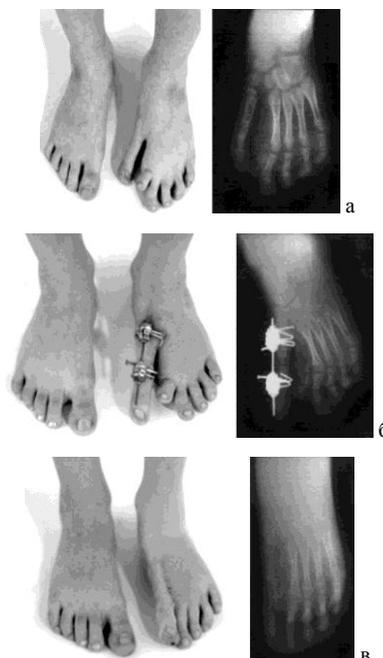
Фото и рентгенограммы стопы в прямой проекции пациента с гипоплазией одной плюсневой кости: а – до лечения; б – в процессе лечения (дистракция – 31 день, фиксация – 42 дня); в – после проведенного лечения
